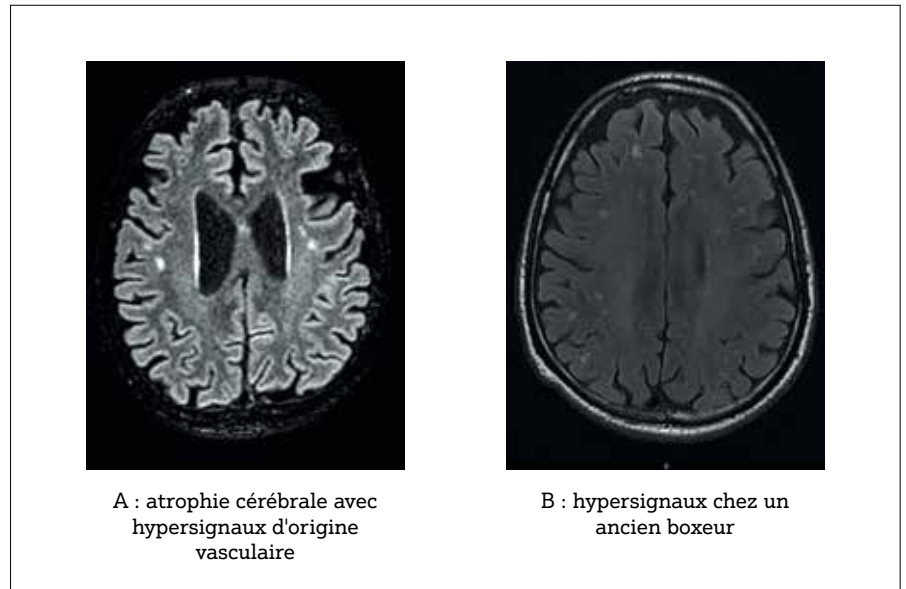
2 exemples d'IRM permettant de redresser le diagnostic d'EH minime : A : atrophie cérébrale avec hypersignaux en faveur d'une démence vasculaire ; B : hypersignaux chez un ancien boxeur
